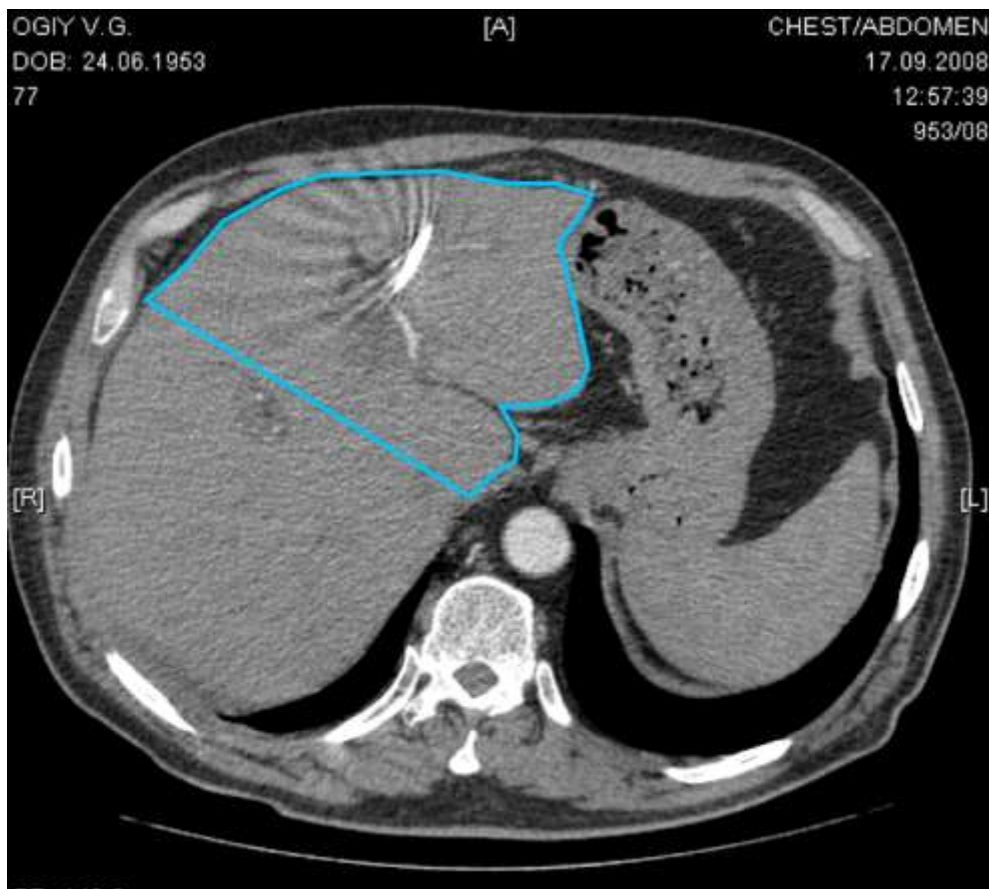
Спіральна комп'ютерна томографія. Перихілярна холангіокарцинома тип 3b. Волюметрія печінкового залишку
